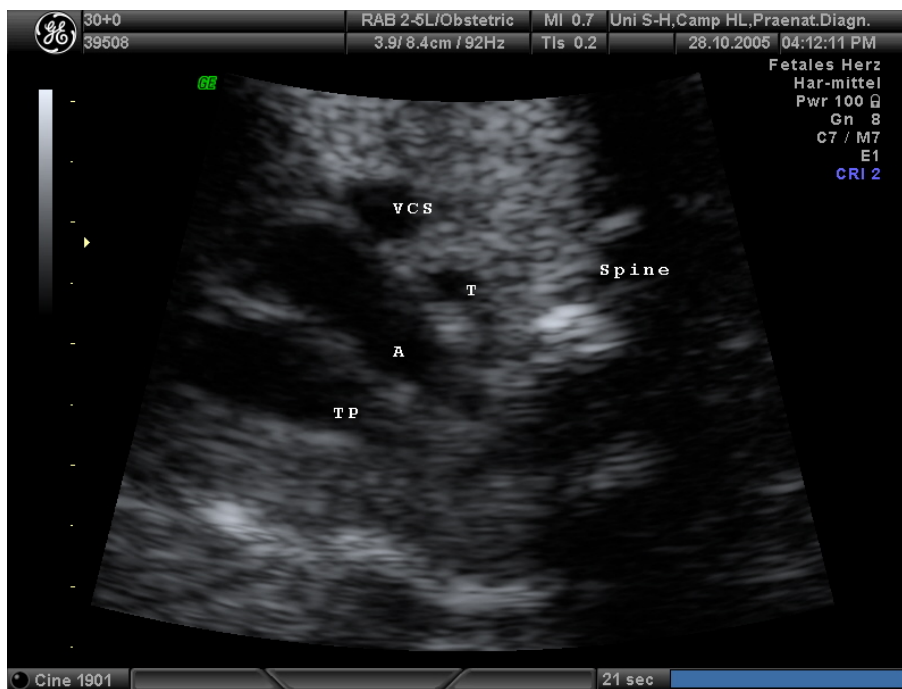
Echokardiographische Darstellung des 3-Gefäßblicks: VCS (V. cava superior), A (Aorta)
